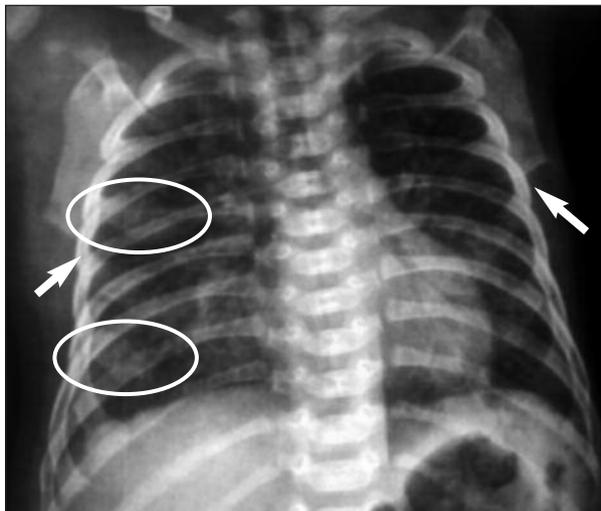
Radiografía de tórax del paciente. Se observa amputación del borde inferior de las escápulas (flechas), ausencia de timo, y fenómeno «anterior rib cupping» (círculos).
